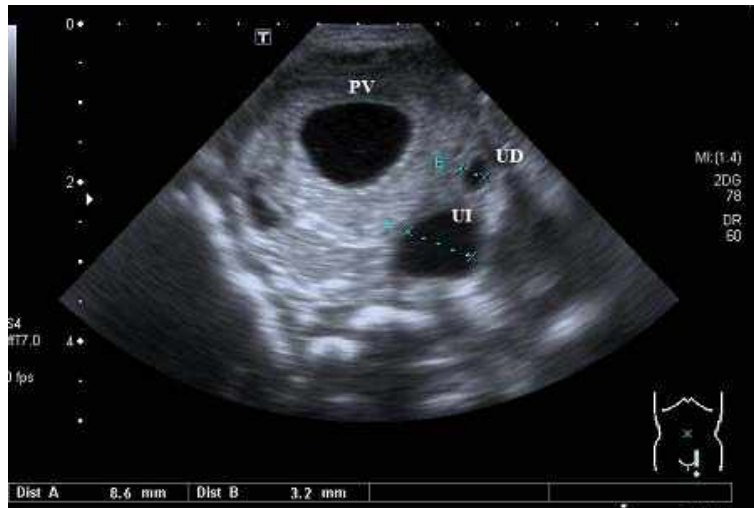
Ecografía vesical. PV: pared vesical engrosada; UD: uréter derecho de 3,2 mm; UI: uréter izquierdo de 8,6 mm de diámetro respectivamente.
